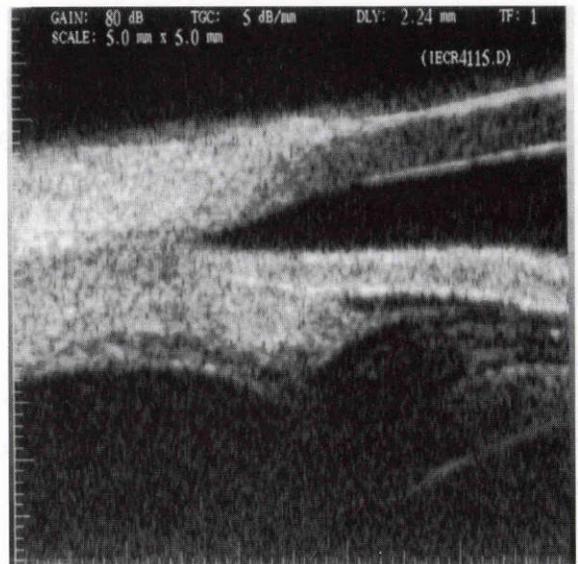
左眼の術前超音波生体顕微鏡 (UBM).
